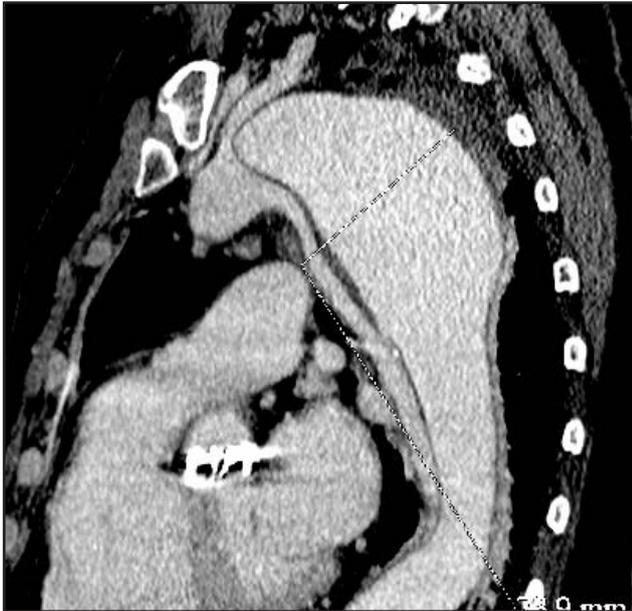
Corte sagital del TAC visualizando el diámetro aórtico.
